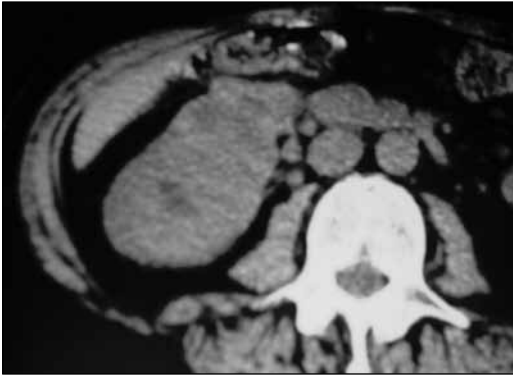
КТ хворого з раком правої нирки з проростанням у нижню порожнисту вену
